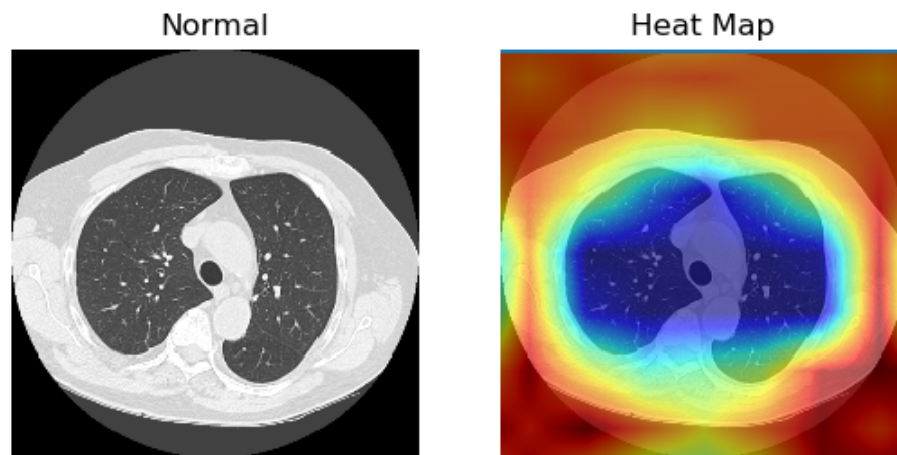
Grad-CAM de imagen CT categoría Normal. Se utilizó la imagen de la Figura 4.14 y el modelo retorna los resultados 0.0003 y 0.9997 para las clases COVID-19 y Normal respectivamente.
